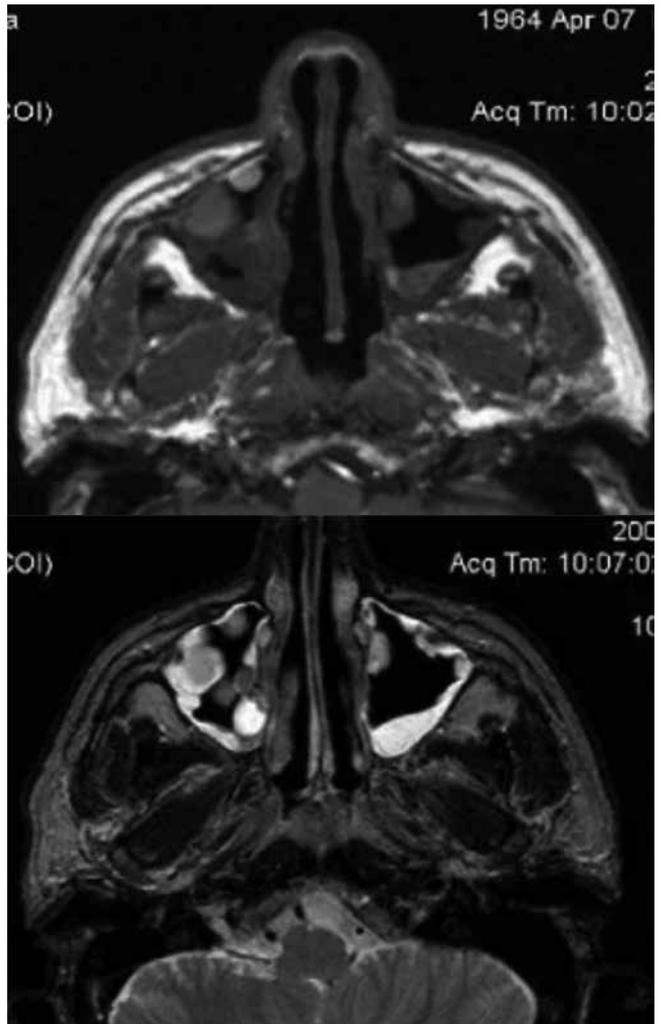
Компьютерные томограммы. Множественные полипозные образования носовых пазух
